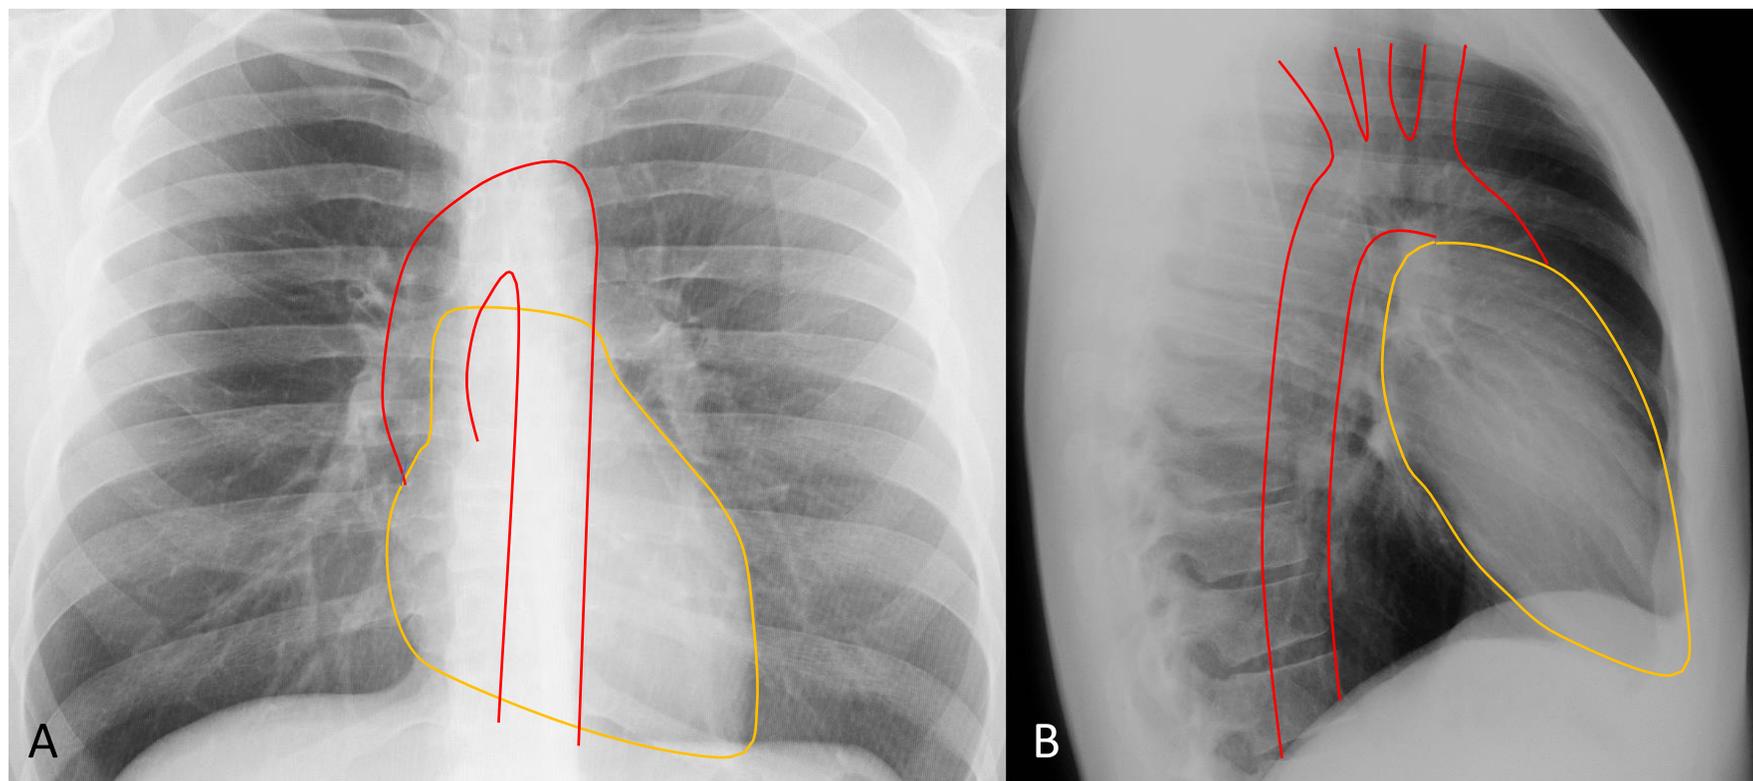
Radiografia de tórax: A: projeção posteroanterior (PA); B: projeção lateral esquerda (LE); a linha amarela circunda a silhueta cardíaca, que se projeta por 1/3 no lado direito e 2/3 no lado esquerdo da linha média. A linha vermelha circunda a aorta torácica: a aorta ascendente surge do ventrículo esquerdo e continua no arco aórtico e depois na aorta descendente, cujo contorno é mais fácil de ser visualizado na projeção LE do que na projeção PA.
